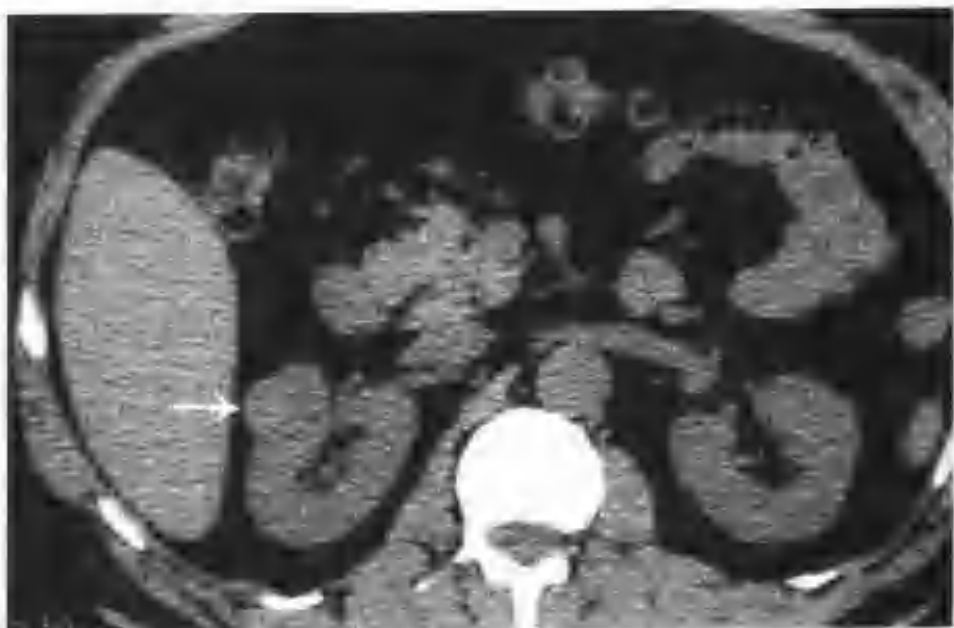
右肾透明细胞癌（CT 平扫右肾有一个 $1.5\text{cm} \times 1.5\text{cm} \times 1.5\text{cm}$ 的稍高密度病灶凸出肾轮廓外，CT 值 50HU（箭头））
